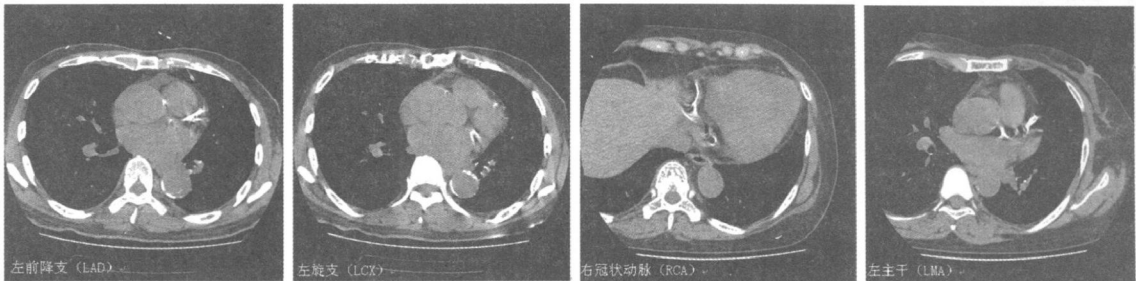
多层螺旋 CT(MSCT)显示冠状动脉各支钙化情况
